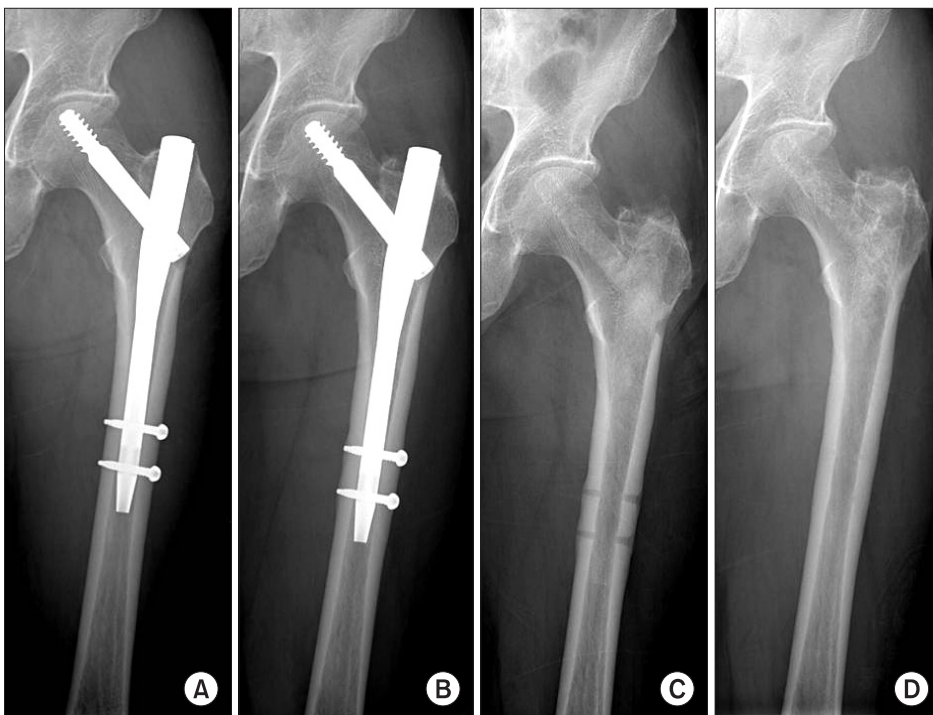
(A) Postoperative antero-posterior hip radiograph of a 65-year-old male with a 31A1-1 fracture of his left proximal femur four weeks after treatment with the intramedullary hip nail with two distal locking. (B) Postoperative radiograph of the patient 12 months after treatment showing distal cortical hypertrophy around the locking screw. (C) Postoperative radiograph of the patient four weeks after removal of the nail showing persistent distal cortical hypertrophy. (D) Postoperative radiograph of the patient 24 months after removal of the nail showing decreased distal cortical hypertrophy.
